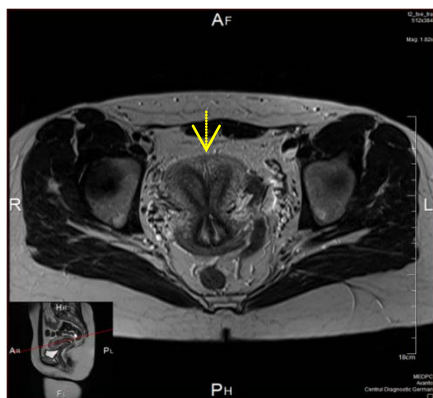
IRM (proiecție axială): uter septat total cu implicarea colului uterin (ESHRE/ESGE clasa U2bC1). Conturul extern a uterului (→)
